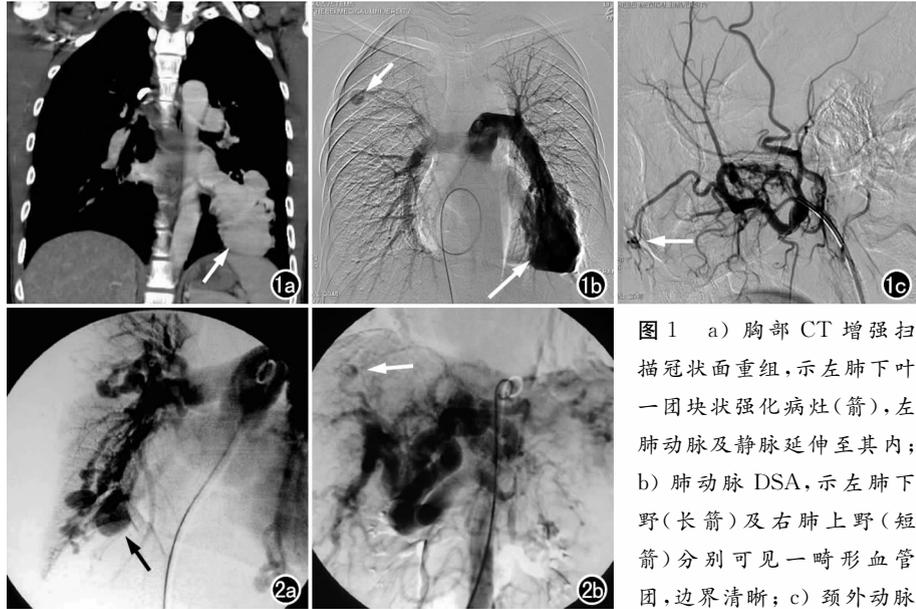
a) 胸部 CT 增强扫描冠状面重组, 示左肺下叶一团块状强化病灶(箭), 左肺动脉及静脉伸至其内; b) 肺动脉 DSA, 示左肺下野(长箭)及右肺上野(短箭)分别可见一畸形血管团, 边界清晰; c) 颈外动脉
